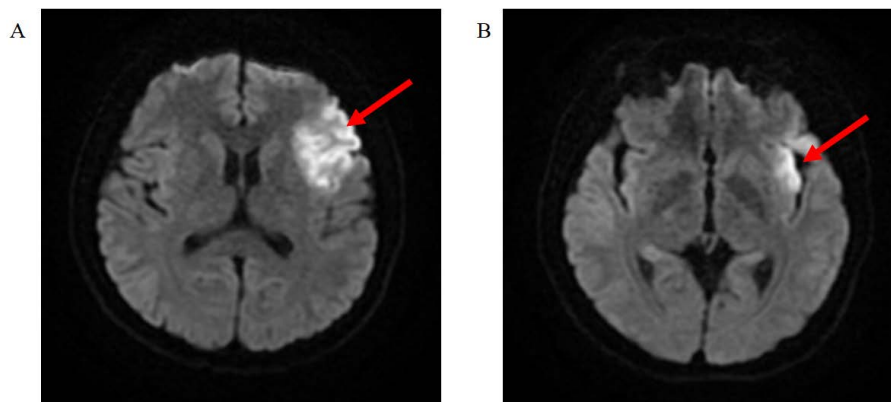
Brain infarction cranial magnetic resonance imaging (DWI) images. (A) Frontal lobe cerebral infarction; (B) Insular lobe cerebral infarction
